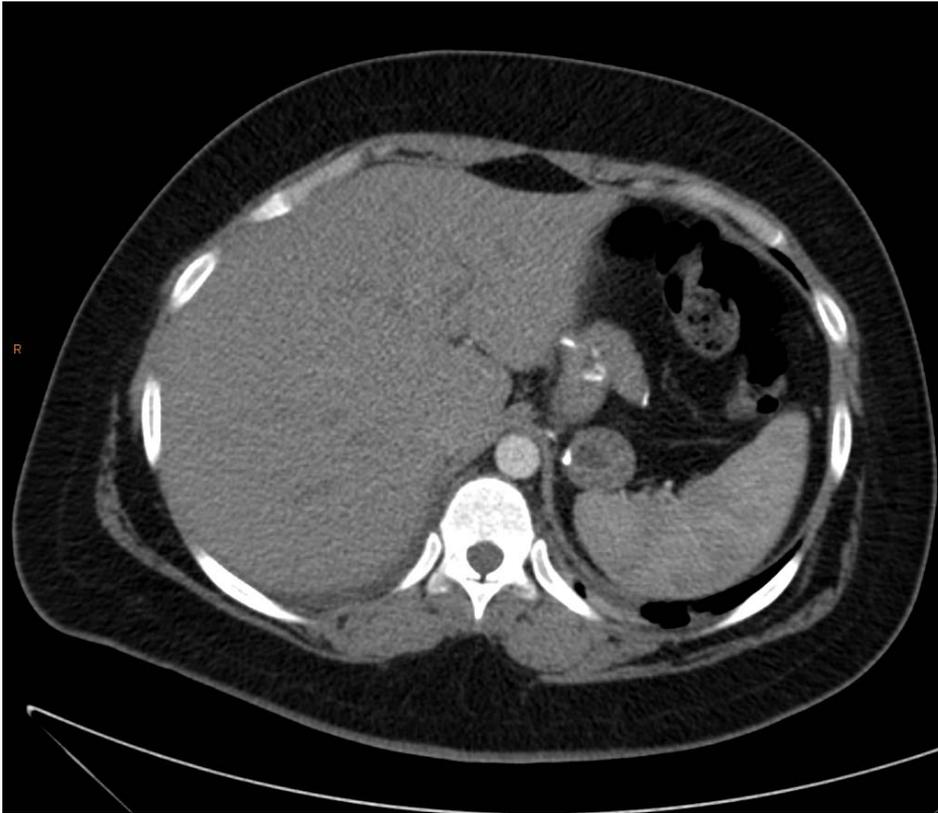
Imagem exemplo de TC com estômago vazio – Índice 2
